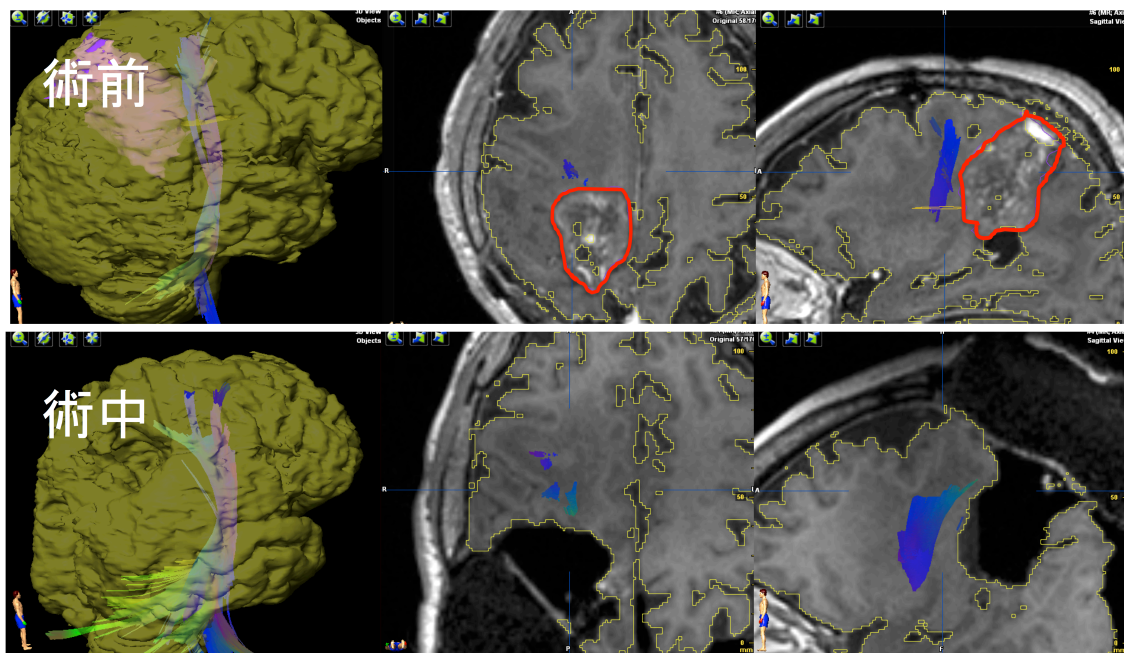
術中 MRI で DTT 撮像し、錐体路の位置を確認しつつ脳腫瘍摘出術を行った症例
